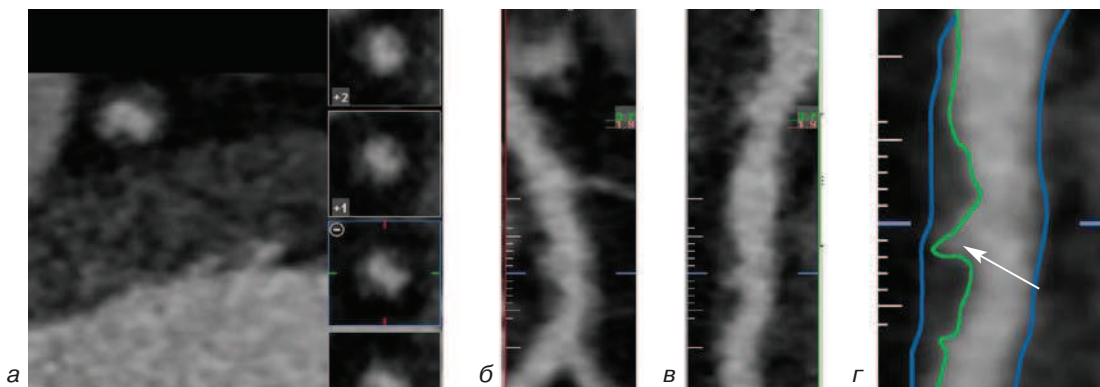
МСКТ-коронарография. Симптомсвязанная бляшка с изъязвлением у больного с нестабильной стенокардией. На поперечных срезах симптомсвязанной артерии (а) и продольных реконструкциях (б–с) определяется неровный контур бляшки с язвенноподобным дефектом; на увеличенном изображении (с) рельеф бляшки обведен зеленой линией, на уровне бляшки определяется участок изъязвления (стрелка), достигающий до наружного контура артерии (голубая линия)
